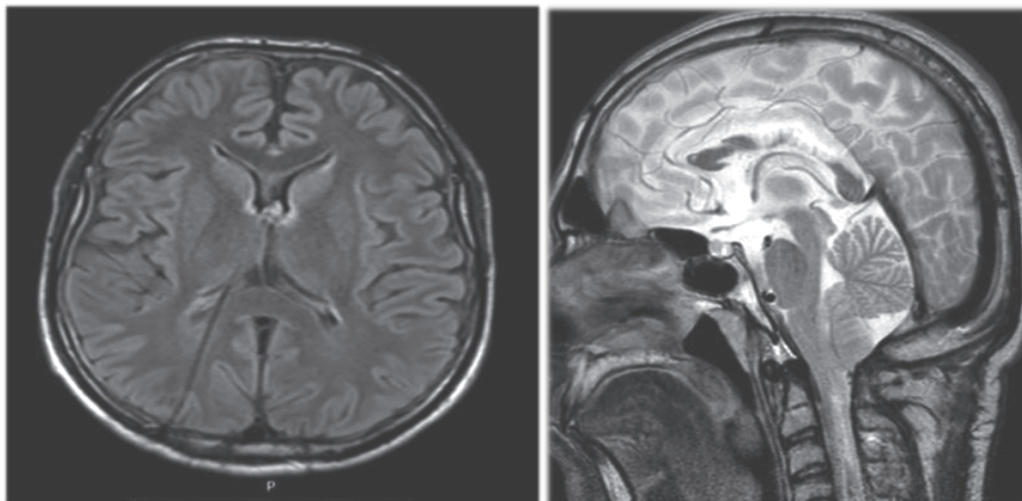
T1 МРТ пациента после операции - ВПШ справа в аксиальной и сагиттальной плоскости
